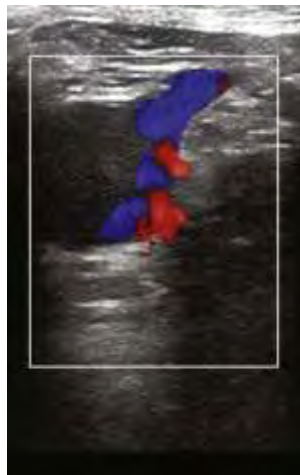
Ενδουλκές ηχοανακλάσεις σε ΕΒΦΘ με Color Doppler
